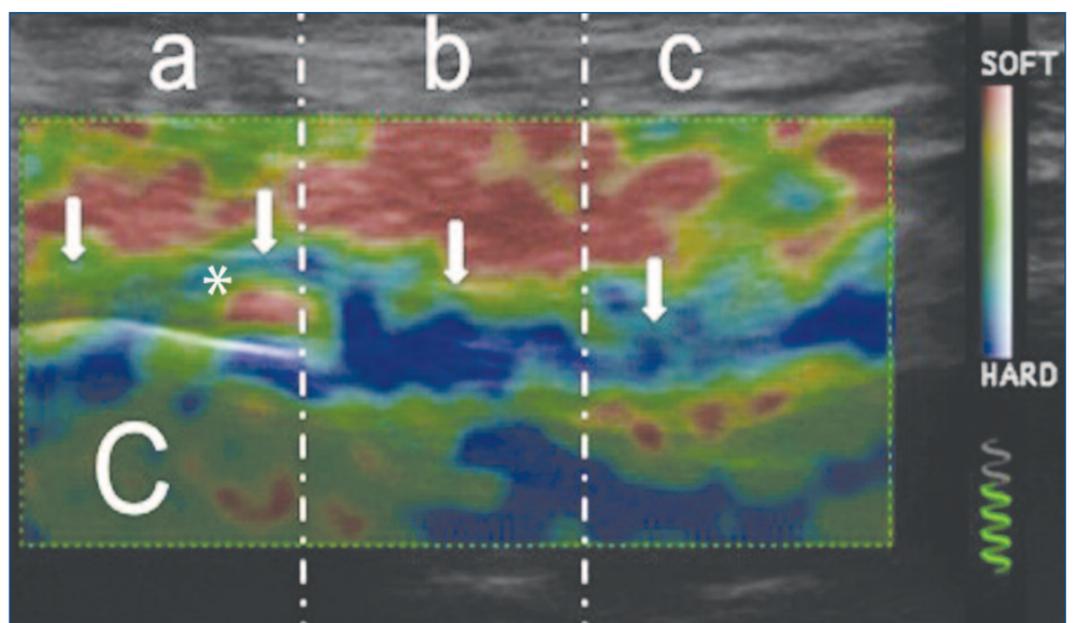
Immagine in asse lungo della porzione mediale della fascia plantare in un paziente sintomatico di 36 anni. Pur in assenza di evidenti alterazioni all'ecografia convenzionale, l'elastosonografia "real-time" mostra la presenza di una regione focale di alterata elasticità (*). C = calcagno.
